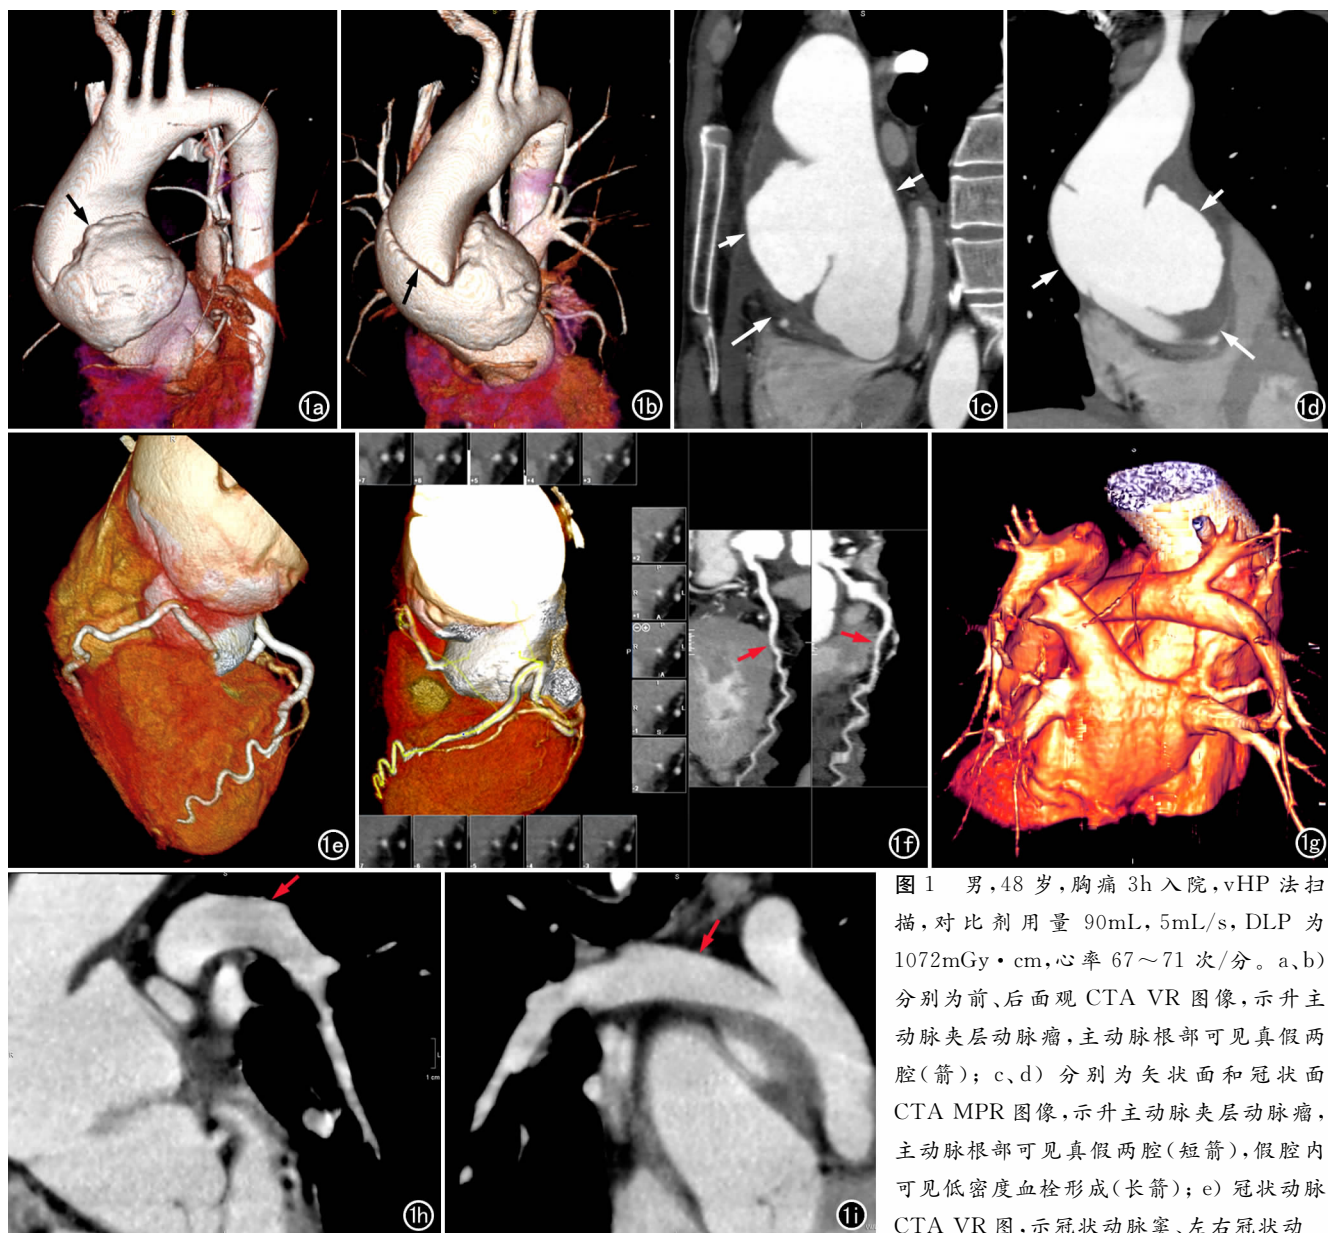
男, 48 岁, 胸痛 3h 入院, vHP 法扫描, 对比剂用量 90mL, 5mL/s, DLP 为 1072mGy·cm, 心率 67~71 次/分。a、b) 分别为前、后面观 CTA VR 图像, 示升主动脉夹层动脉瘤, 主动脉根部可见真假两腔(箭); c、d) 分别为矢状面和冠状面 CTA MPR 图像, 示升主动脉夹层动脉瘤, 主动脉根部可见真假两腔(短箭), 假腔内可见低密度血栓形成(长箭); e) 冠状动脉 CTA VR 图, 示冠状动脉窦、左右冠状动
